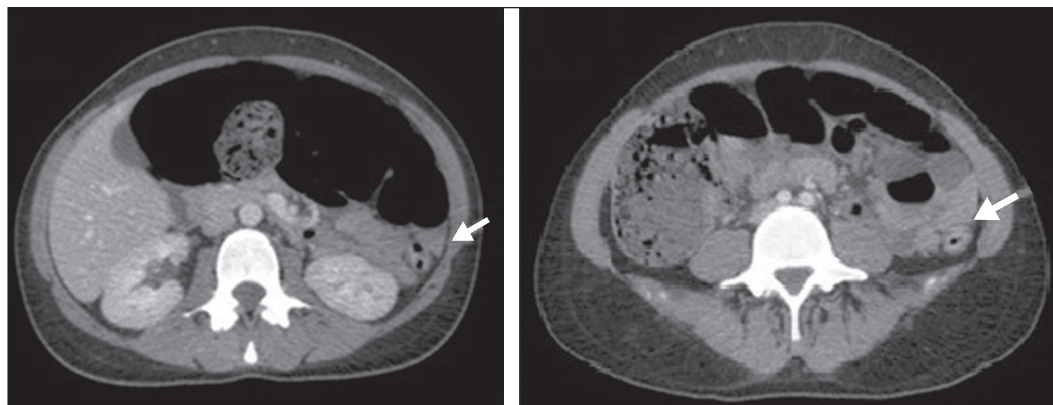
Cortes axiais de TC de abdome, realizados 60 segundos após injeção de contraste iodado aniônico. Obstrução intestinal ao nível do cólon descendente proximal, adjacente à flexura esplênica. Distensão do cólon transverso, ascendente e ceco, com presença de material fecal. A zona de transição pode ser vista ao nível da flexura esplênica (seta), sem material obstrutivo evidente.
